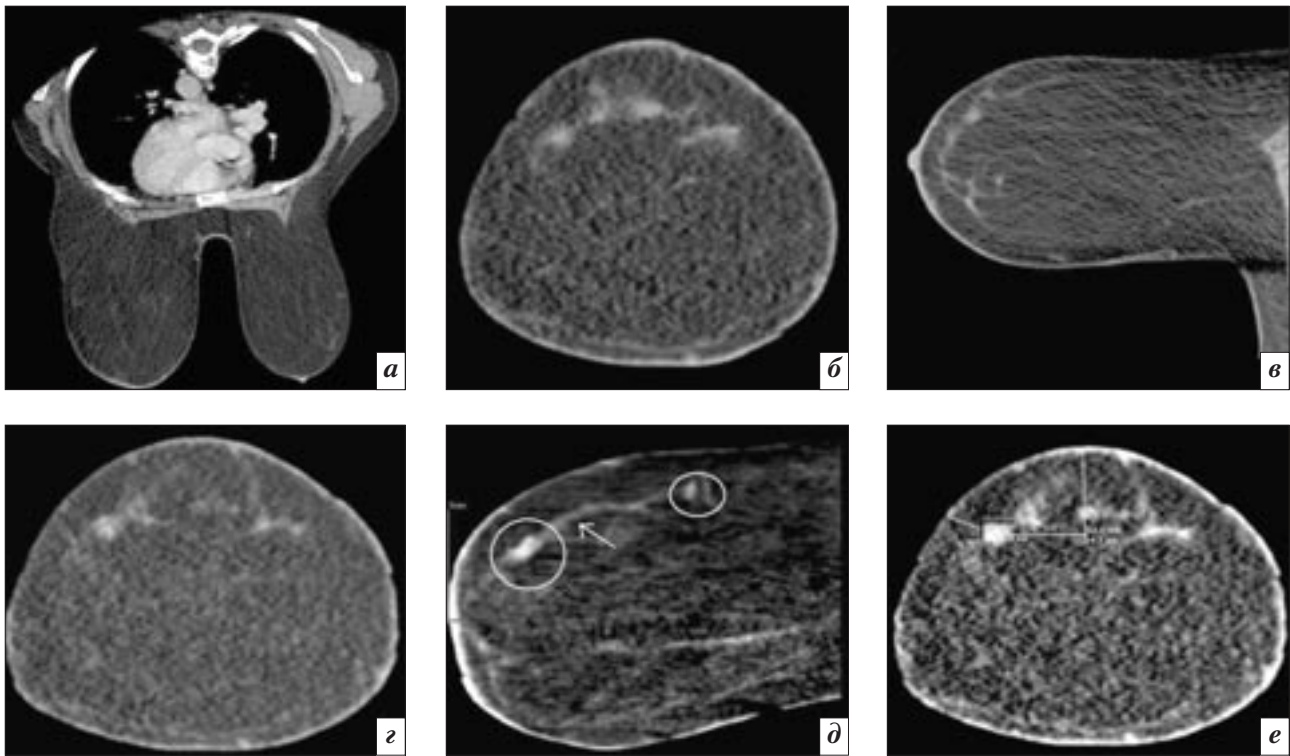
МСКТ-МГ. Рак левой МЖ. В верхненаружном квадранте на 13 часах определяется ОО размером 8×6 мм с нечеткими контурами, негомогенной структурой, плотностью до 26 HU при нативном сканировании (а, б), накапливающее КС (до 68 HU) в артериальную (в, г) и особенно (до 88 HU) в венозную (д, е) фазы КУ, с питающим сосудом и активно накапливающим КС интрамаммарным лимфатическим узлом размером 6×6 мм в зоне Зоргиуса
